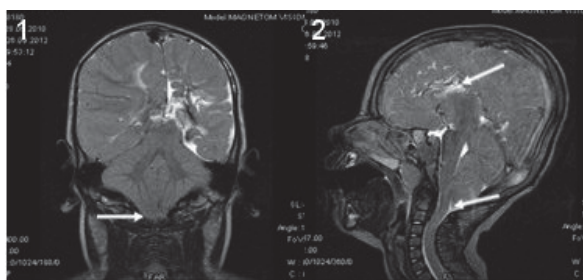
МР-томограми пацієнта з мальформацією Арнольда — Кіарі I типу (1 — коронарна проекція, стрілка, 2 — сагітальна проекція, нижня стрілка) та агенезією мозолистого тіла (2 — сагітальна проекція, верхня стрілка).
